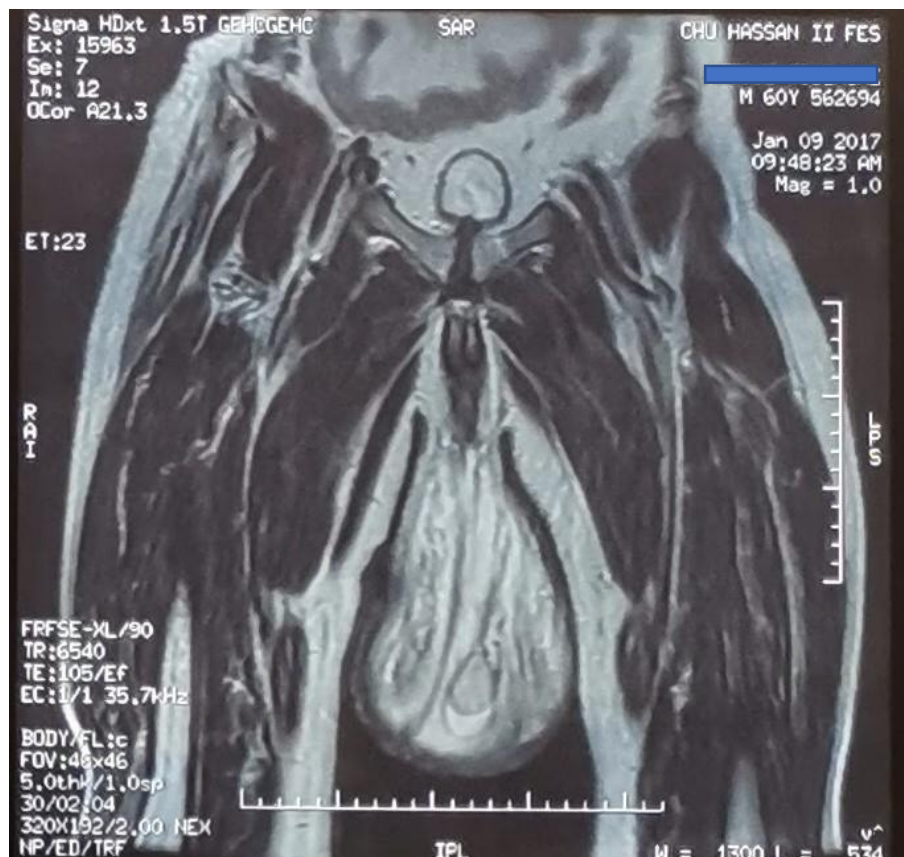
IRM perinéoscrotale montrant une importante infiltration des tuniques scrotales d'allure inflammatoire évoquant un éléphantiasis scrotal.
